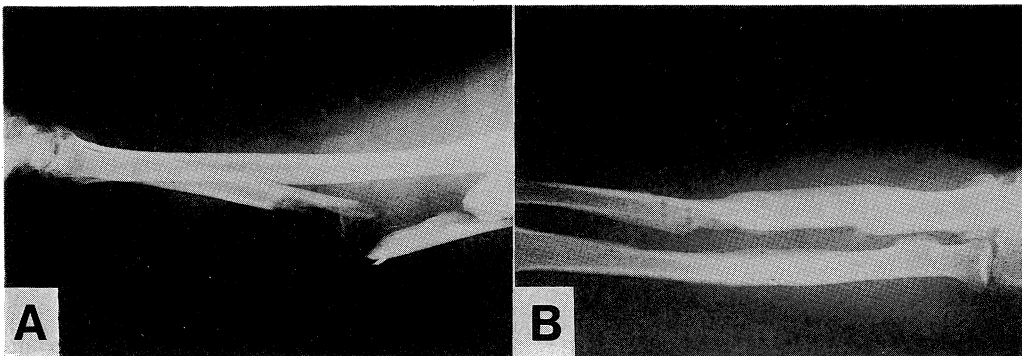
A: radiography at injury B: one year after grafting
